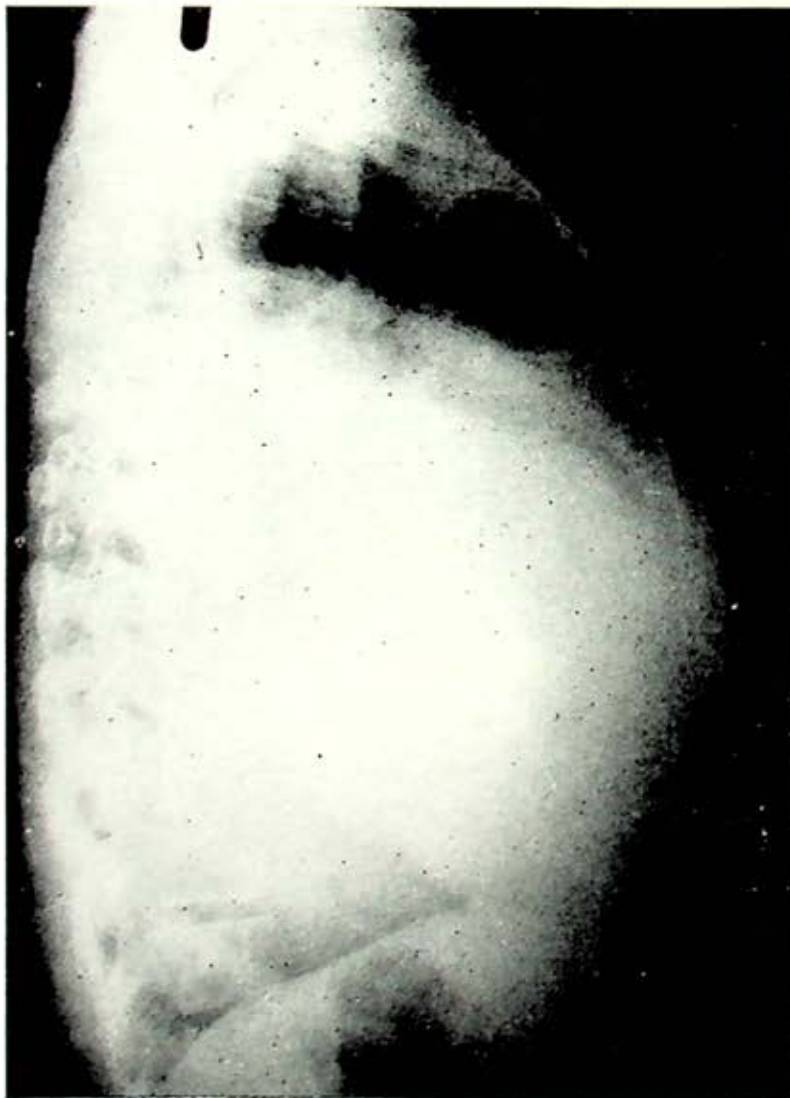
Telerradiografía lateral derecha de tórax, mostrando que la opacidad substituye la claridad pulmonar en casi toda su extensión.
